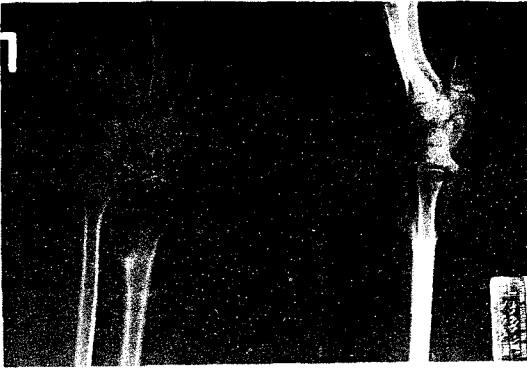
17 yers-old female with painful swelling and mass on left distal forearm. X-ray revealed a large cystic lesion with bony destruction on distal radius.
